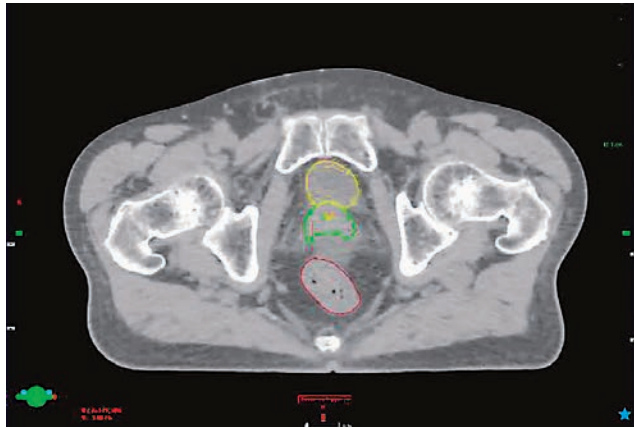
治療計画時CT画像 (Axial plane)
